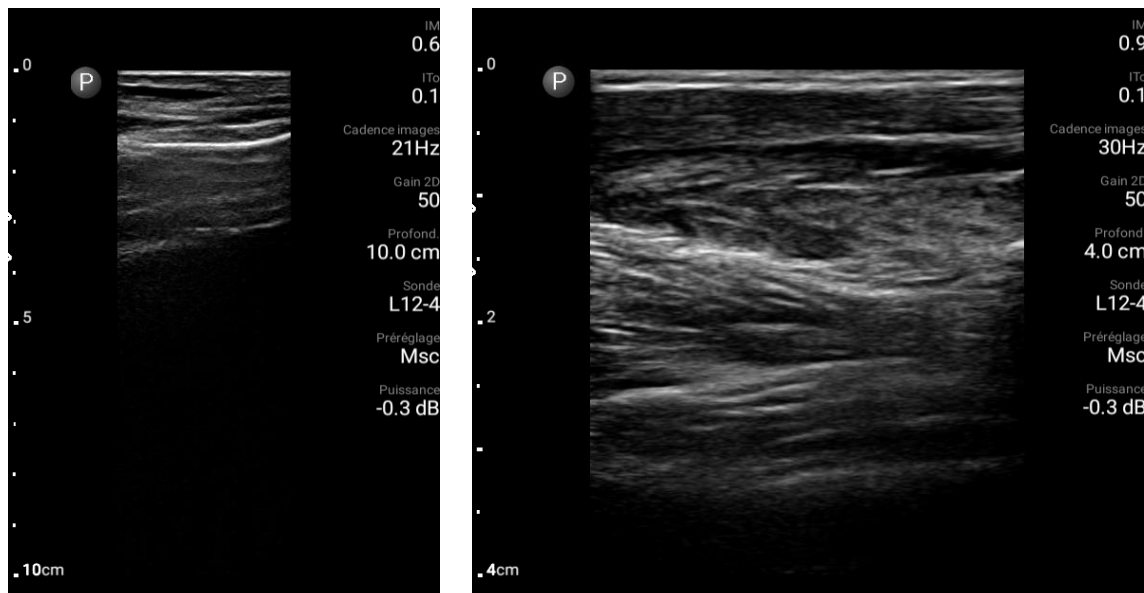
échographies réalisées avec la sonde Philips® Lumify® L (12-4MHz) et tablette Samsung® [44]
